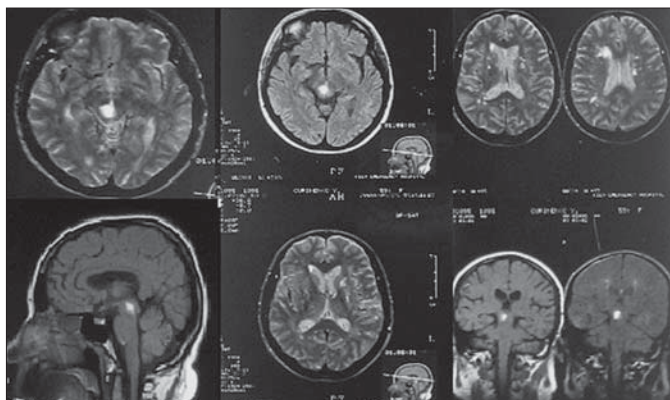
МРТ.  $T_1$ - і на  $T_2$ -зв'язані зображення, режим FLAIR. Крововилив у стовбур мозку (гіперденсне вогнище в ділянці lamina quadrigeminalis).
